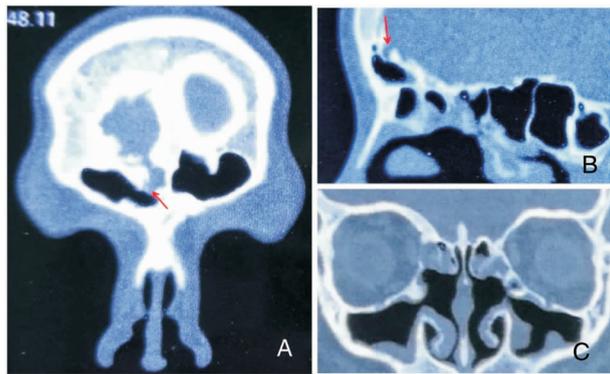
患者术前CT冠状位(A)和矢状位(B)见额窦后壁局部骨质缺损,额窦腔内黏膜增厚。术前冠状位(C)显示前期修补手术开放了筛窦和上颌窦,未开放额窦并找到额窦后壁的漏口。红色箭头指示骨质缺损处
